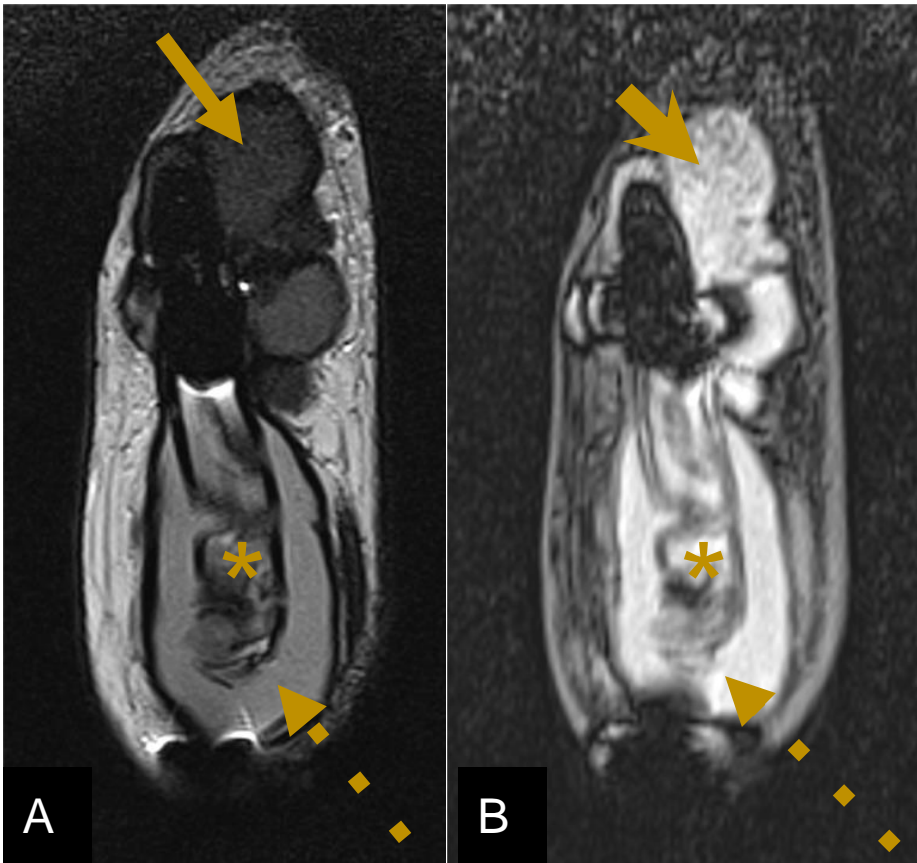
RM de pene, A) Secuencia T2 coronal B) secuencia T1 coronal con saturación grasa. Se visualiza extensa colección periprotésica (flecha) loculada alrededor del extremo distal de la prótesis, con señal intermedia en T2 e hiperintensas en secuencia T1 con supresión grasa (punta de flecha). En relación al cilindro que se encuentra tortuoso (asterisco) se observa una colección de similares características (flecha punteada) que la rodea.
